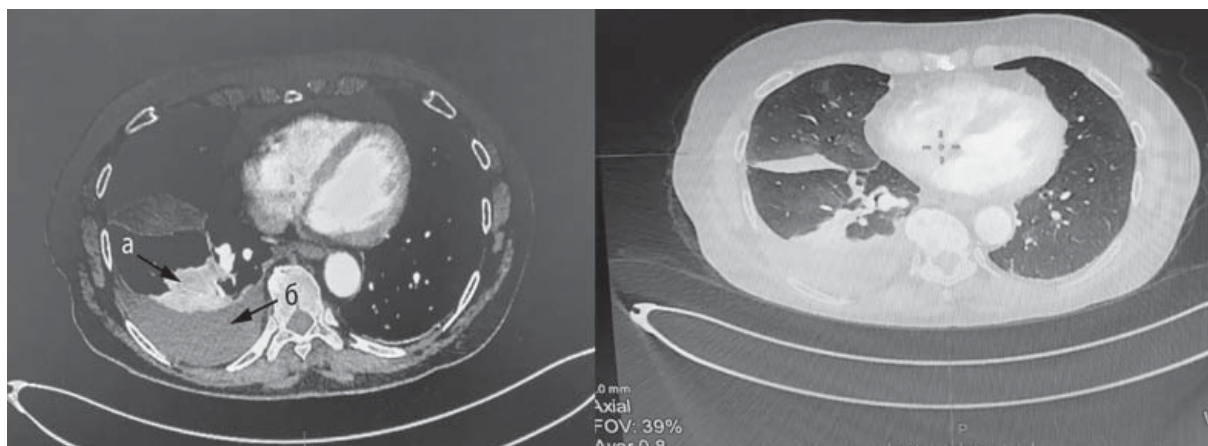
КТ ОГК до операції: а — АВМ нижньої частки правої легені, б — правосторонній гемоторакс
